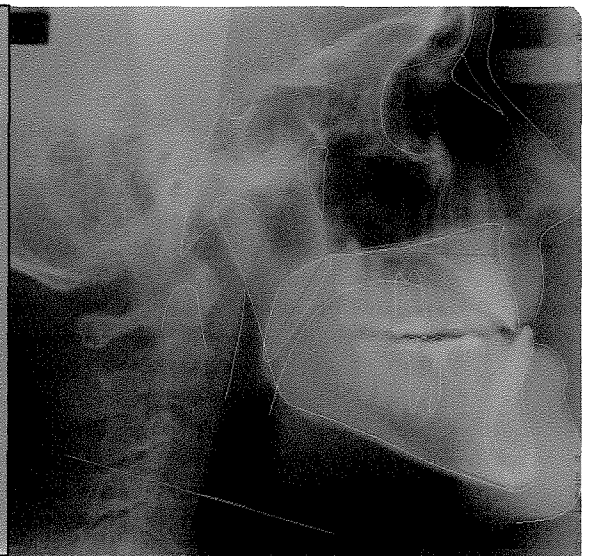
Telerradiografia em protrusão
